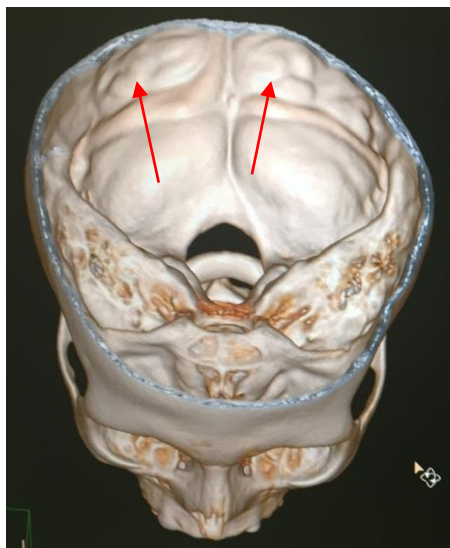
СКТ в 3D-реконструкции. Стрелкой указаны «пальцевидные вдавления», кости черепа истончены
